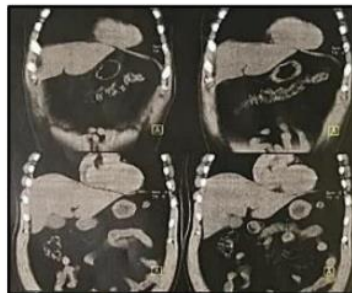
Ressonância Magnética (corte coronal). No estômago discreto borramento dos planos circundados a lesão. No fígado, lesão nodular hepática.
